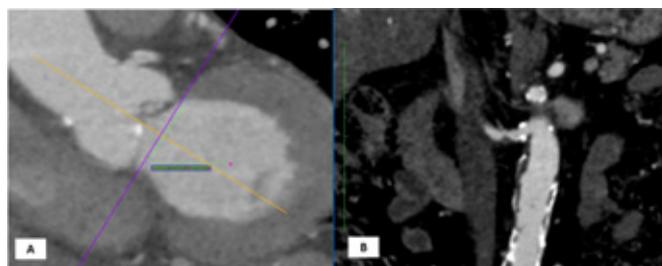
Angiotomografia. A: avaliação da anatomia da válvula aórtica (calcificada) e das artérias coronárias por angiotomografia de coronárias; B: angiotomografia das artérias aorta e íliaca.
